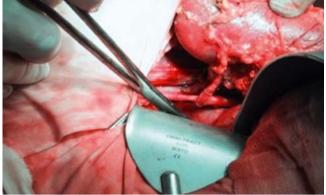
Представлена аневризма правой почечной артерии. Выполнено изъятие правой почки. После перфузии почки кустодиолом выполнена резекция аневризмы правой почечной артерии и аутотрансплантация правой почки
